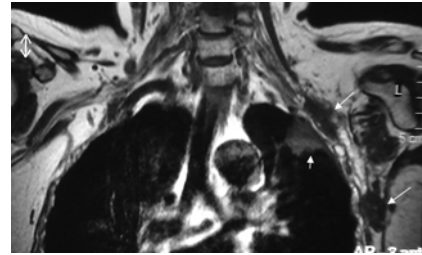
Precontrast coronal T1-weighted view shows metastatic nodules (long arrows) from breast cancer in the vicinity of the left BPL and another metastatic mass in the upper lobe of the left lung (small arrow).
